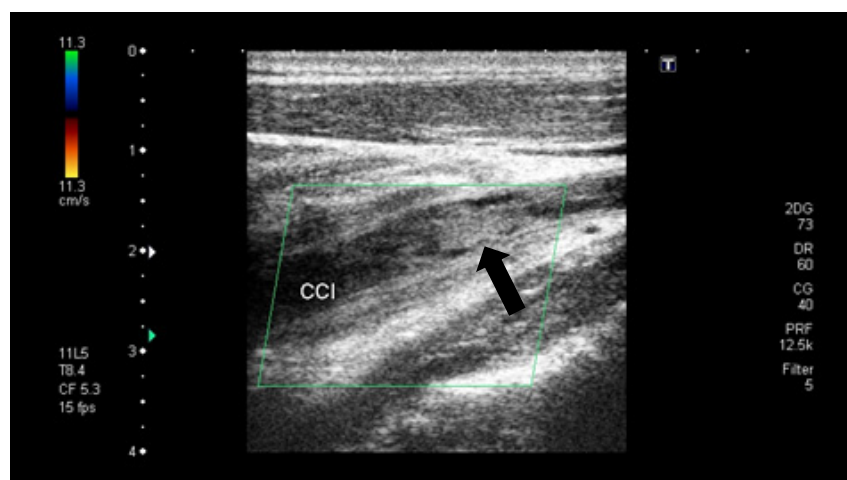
Ecografía doppler carótidea mostrando imagen de ecogenicidad heterogénea y ausencia de flujo sanguíneo en arteria carótida común izquierda extendida a bulbo y carótida interna izquierda.
